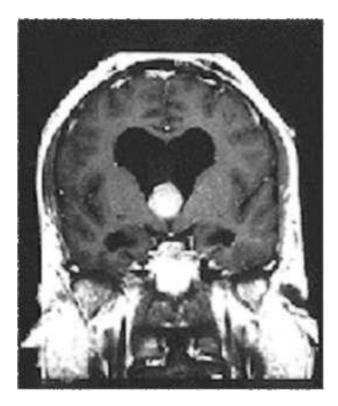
Опухоль межжелудочковой перегородки, блокирующая межжелудочковые отверстия (Монро) и вызывающая расширение обоих боковых желудочков; МРТ, Т1-взвешенное изображение с контрастным усилением
